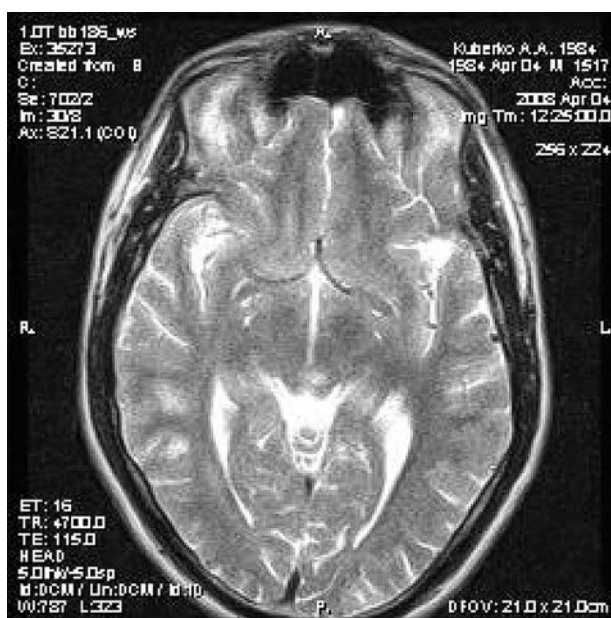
МРТ головного мозга больного К., 23 года, диагноз — изолированный церебральный васкулит: в правой височной области определяются гиперинтенсивные в T2w очаги от 15 до 29 мм в диаметре. Базальные цистерны, желудочки мозга, кортикальные борозды не расширены
